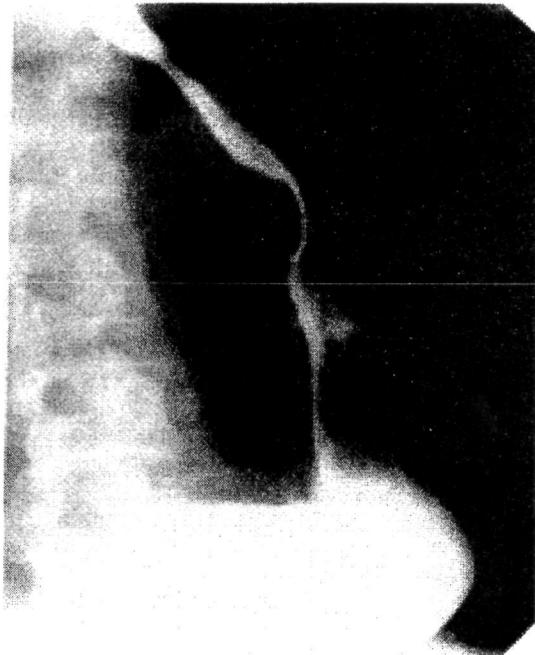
Рентгенография пищевода и желудка больной С.
